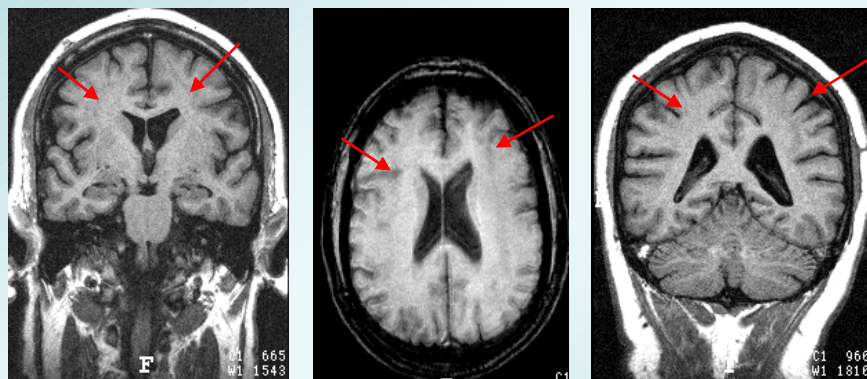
RM do paciente 41 cortes coronal e axial em seqüência pesada em T_1 evidenciando heterotopia cortical em banda
